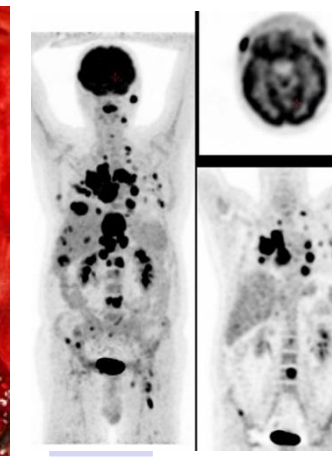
PET-CT mit generalisierter ossärer, pulmonaler und hepatischer Metastasierung.
